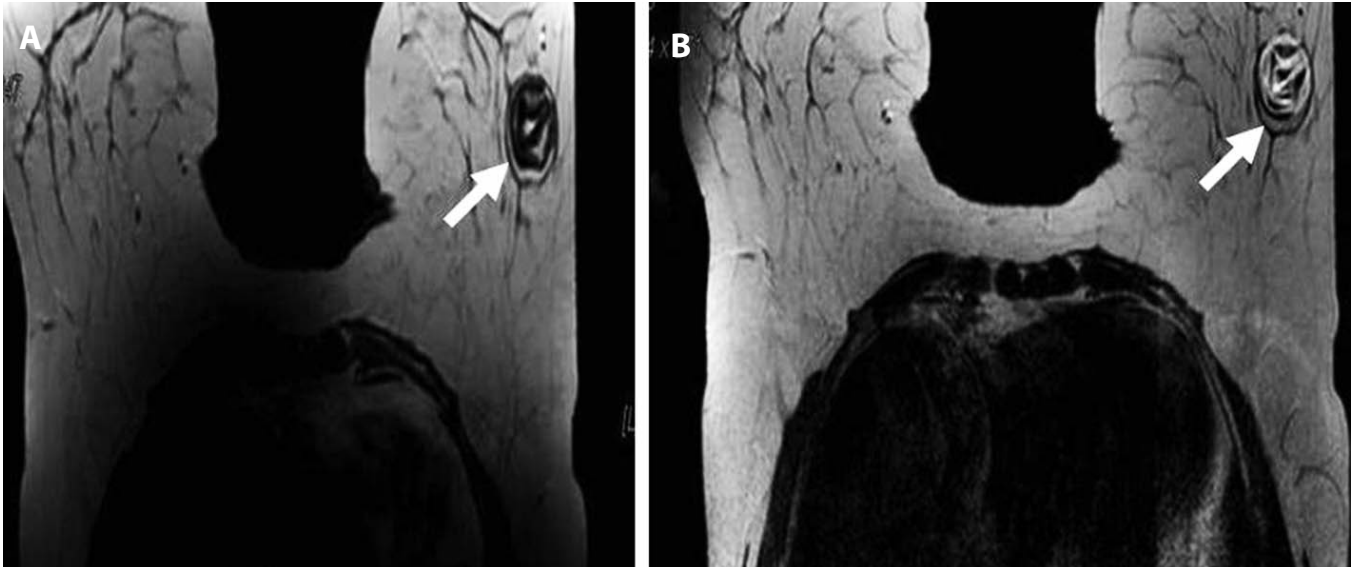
Magnetic resonance imaging indicated membranous structures hypointense in T1A-weighted sequence (A), hyperintense in T2A-weighted images (B) and the foci that appeared hypointense in both sequences and were consistent with calcification.
